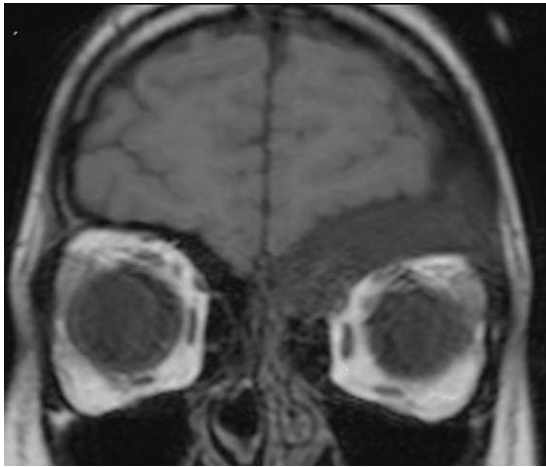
RM craneal en incidencia axial ponderada en T1. La lesión es hipointensa. En su extensión craneal impronta mínimamente los surcos corticales frontales basales. En su extensión caudal contacta, sin desplazar, con el músculo recto superior.
